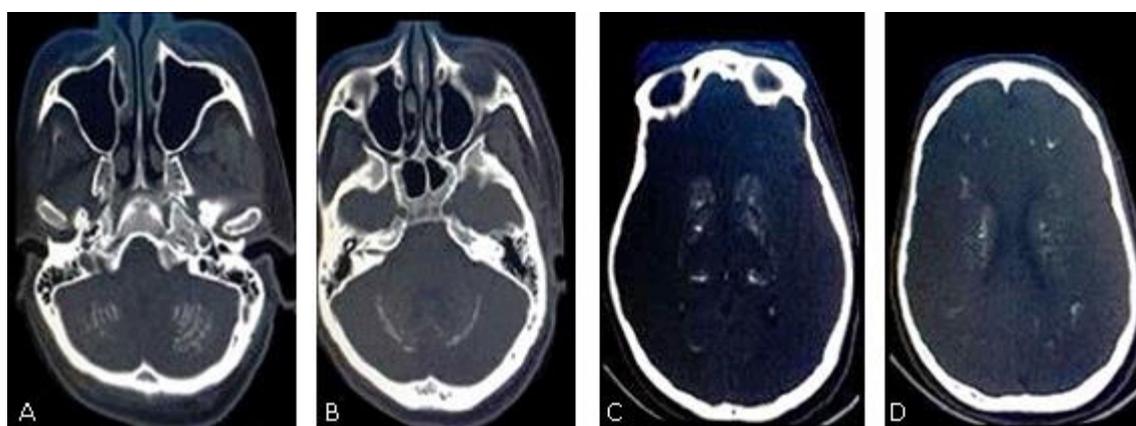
Tomografía craneal simple (ventana ósea). A y B) Múltiples imágenes hiperdensas con densidades cálcicas en hemisferios cerebelosos. C y D) Múltiples imágenes hiperdensas con densidades cálcicas núcleos basales bilaterales. C) Múltiples imágenes hiperdensas con densidades cálcicas ambos tálamos.
